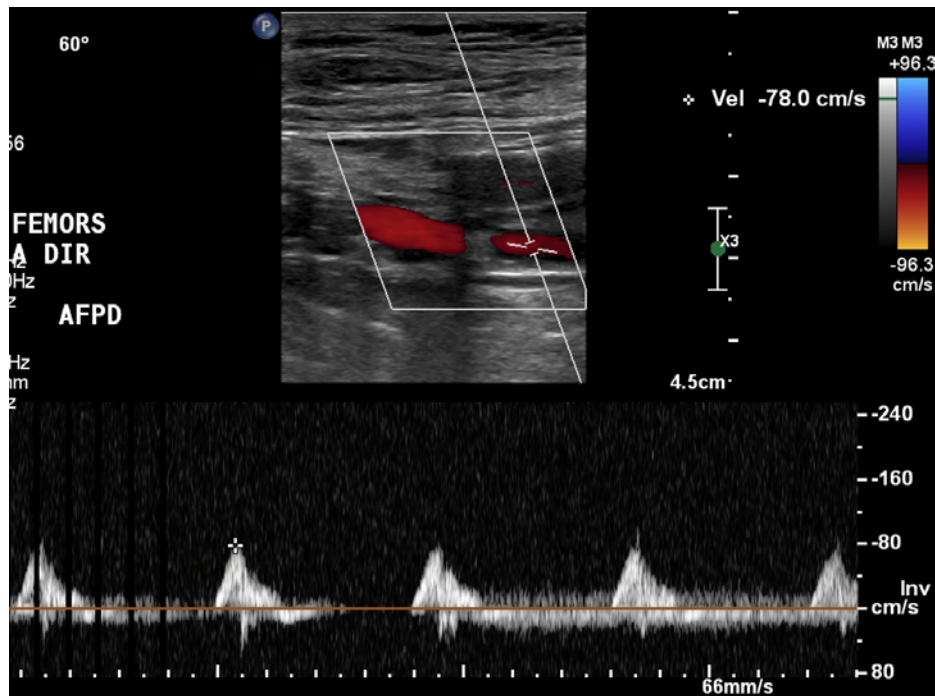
Doppler pulsado da artéria femoral profunda direita
